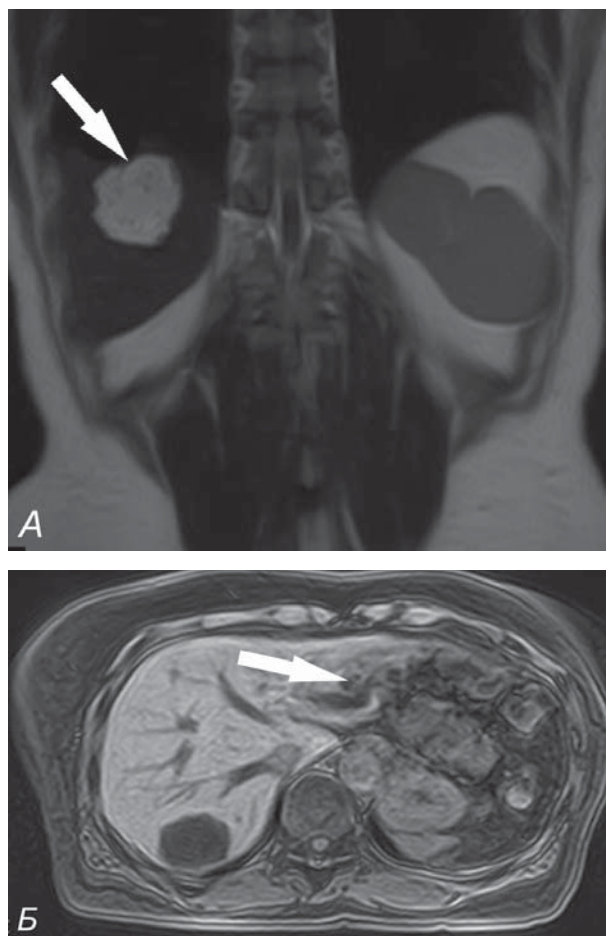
МРТ-изображения органов брюшной полости, в VII сегменте печени: А — выявлено образование округлой формы с четкими неровными контурами размерами 2,4×2,9×3,5 см (обозначено стрелкой) (T2 ВИ); Б — T1 ВИ, стрелкой указаны расширенные протоки левой доли печени.
